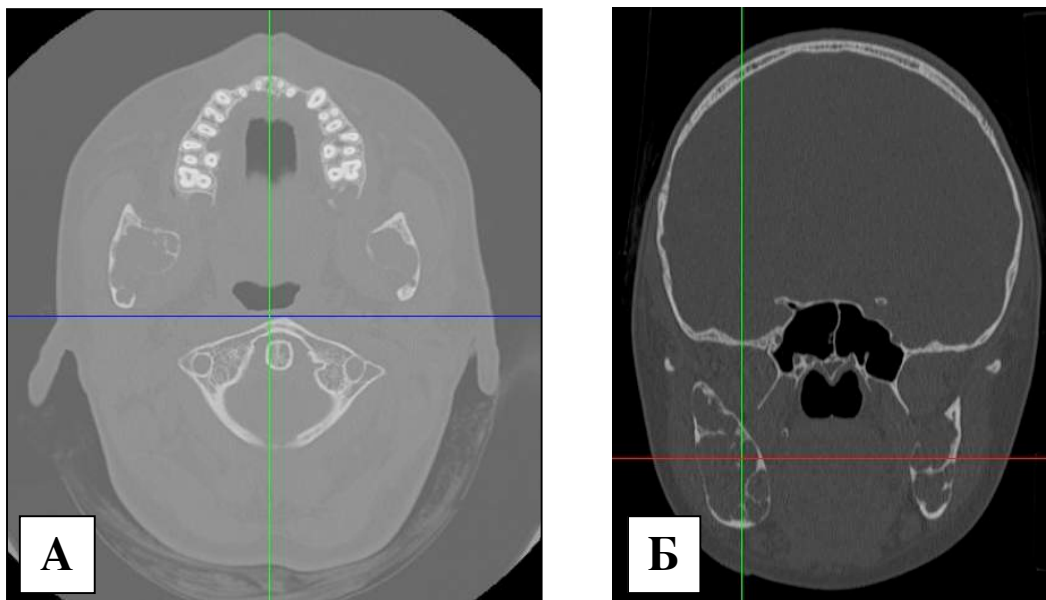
КТ-исследование пациентов с херувизмом. Определяются множественные, хорошо ограниченные литические очаги в нижней челюсти.
